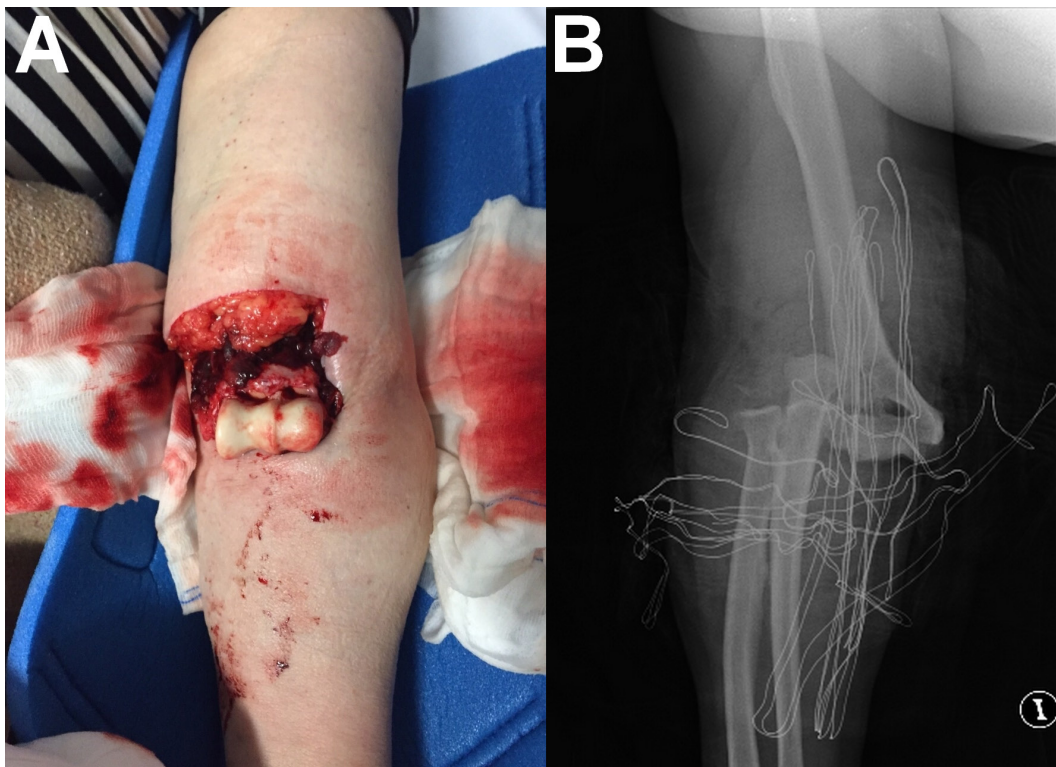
1A: solución de continuidad de la piel a nivel de la fosa antecubital izquierda a través de la cual se aprecia exposición de de la tróclea y el cóndilo humeral; 1B: radiografía simple en la que se aprecia una luxación posterolateral de codo a nivel del miembro superior izquierdo.
